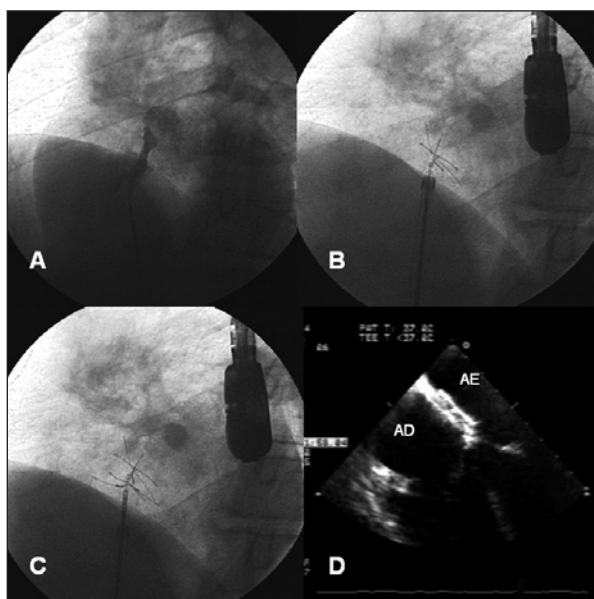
Técnica de implante. A. Angiografia inicial. B. Exposição do disco esquerdo. C. Exposição do disco direito. D. Resultado final ao ecocardiograma transesofágico. AE = átrio esquerdo; AD = átrio direito.
